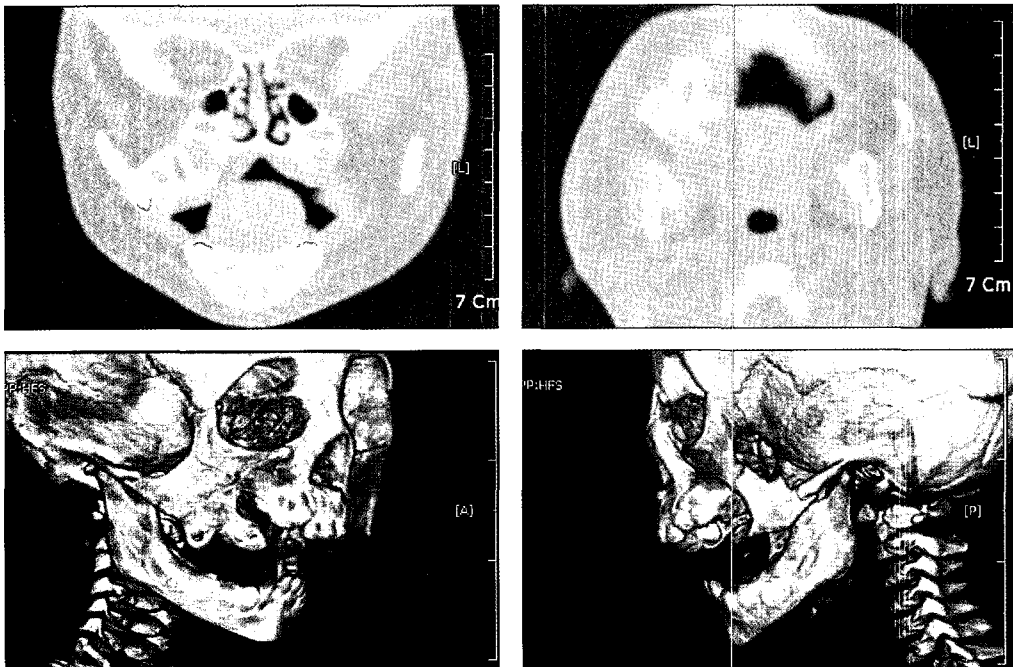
생후 11개월, 3차원 컴퓨터 단층 촬영. 양측 관골궁에서 부착되어 있는 상악골 중복 기형의 모습을 보임.
